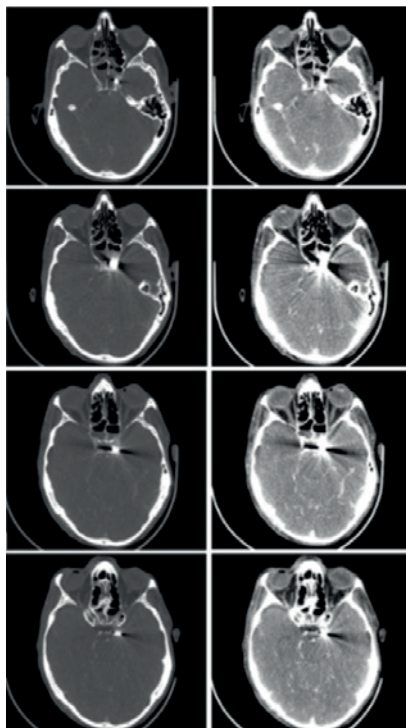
МСКТ головного мозга (4-е сутки после ранения). Осколок в области перелома задней стенки левой половины клиновидной пазухи. Осколок в мягких тканях лица слева. Выявлены КТ-признаки пневмоцефалии (больше справа). Субдуральные гематомы слева и справа. Множественные переломы стенок правой ВЧП, ячеек решетчатого лабиринта, носовой перегородки, стенок клиновидной пазухи. Гемосинус (в правой ВЧП, клиновидной пазухе, ячейках решетчатого лабиринта)
